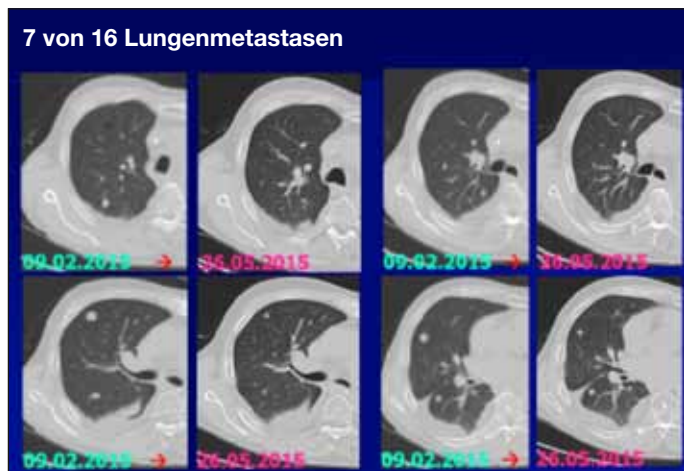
Kontrollergebnisse, computertomographisch 02/15 und 05/15 betr. 7 der 16 Lungenmetastasen; größenbezogene Teilremission der Metastasen, ohne Auftreten neuer Herde
